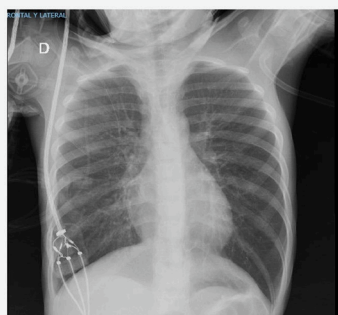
Radiografía de ingreso con marcada hiperinsuflación.
